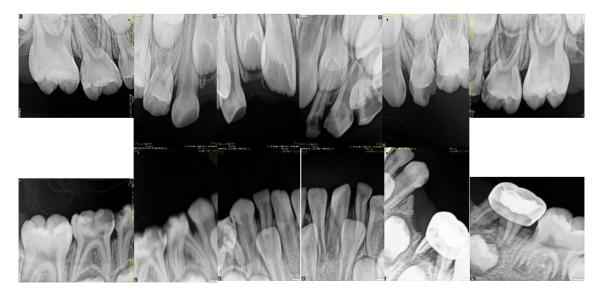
Radiografías periapicales: radiografías periapicales de todos los órganos dentales, en donde se diagnosticaron de acuerdo al índice de ICDAS radiográfico: RA 1 en órgano dental; 54, 55, 63, 72, 73, 83; RA 2 EN 53; RA 3 en 65; RB 4 en 84; RC 5 en 62, 64, 85 y RO en 75. Fuente propia.
